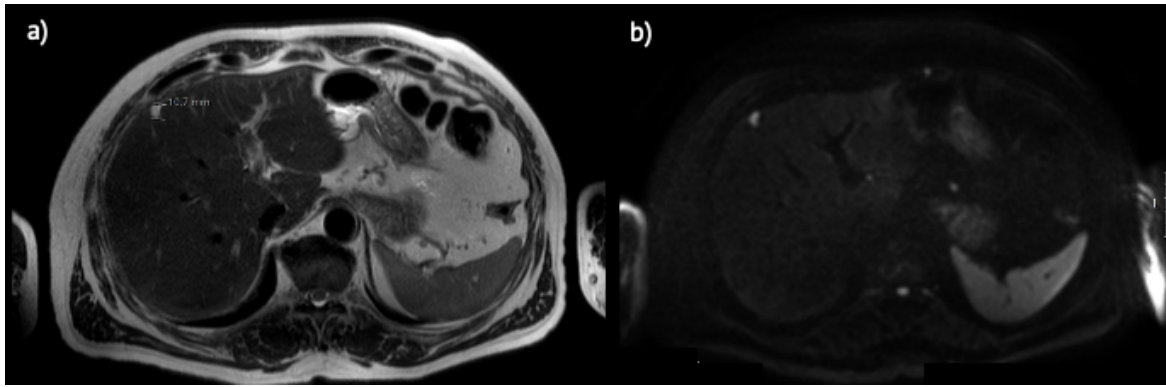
Representação do processo de correspondência de cortes entre sequências. a) Imagem T2w; b) imagem DWI com  $b=1000 \text{ s/mm}^2$ .
